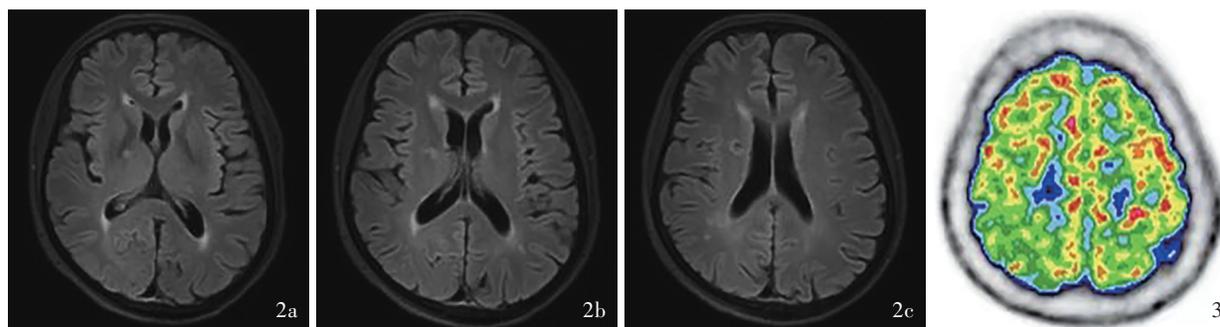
头部横断面 FLAIR 成像(2021 年 8 月 24 日)显示,右侧基底节区腔隙性梗死灶 2a,2b 基底节区层面 2c 放射冠层面 图3 ^{18}F -FDG PET 显示,右侧顶叶葡萄糖代谢略减低(右侧绿色区域所示)
